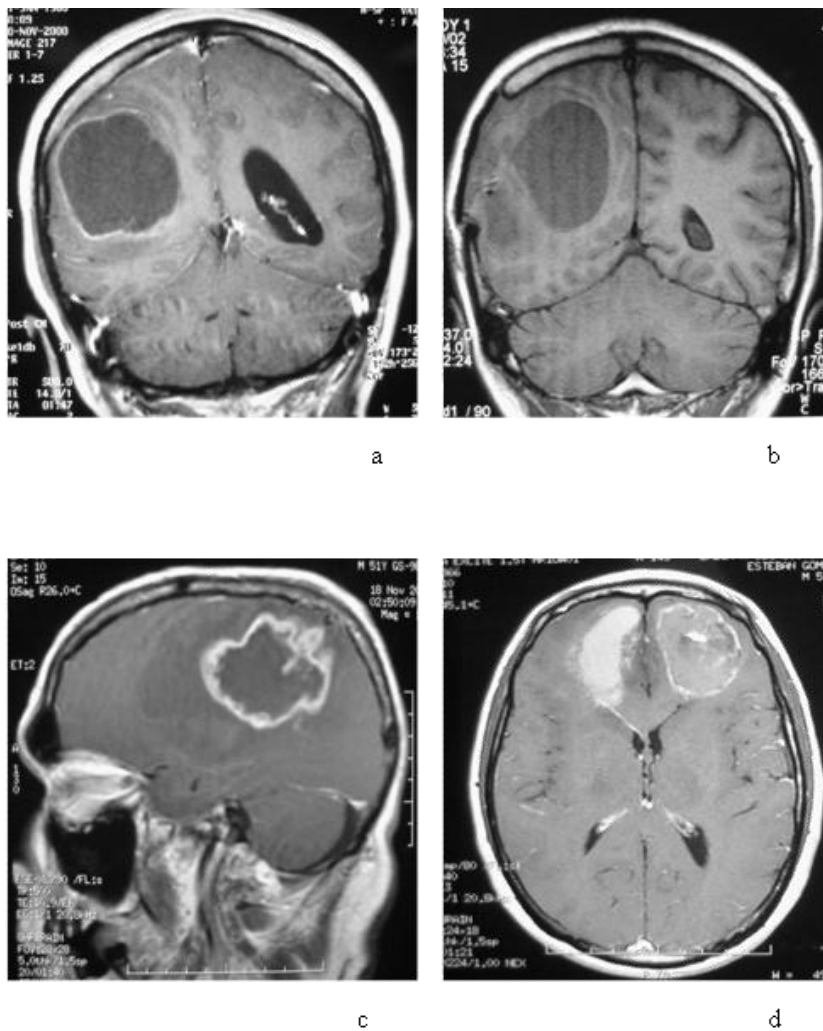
Morfología del tumor. Imágenes de RM secuencia potenciada en T1 con contraste intravenoso, planos coronal (a, b), sagital (c) y axial (d). Redondeada (a); ovoidea (b), polilobulada (c) y mixta (d).
